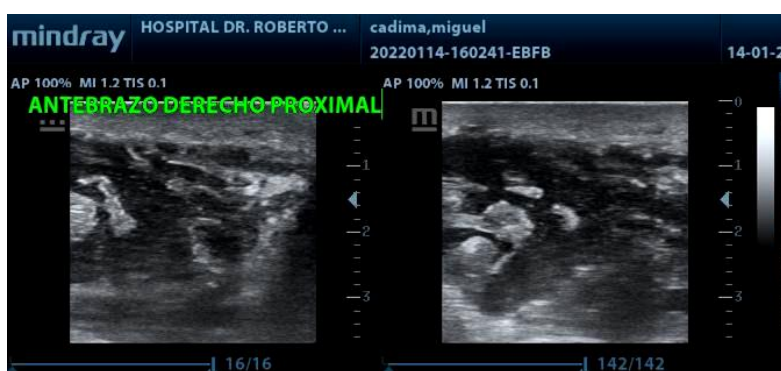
Ecografía de miembro superior derecho de la zona afectada, con transductor lineal. Se observa colección ecolúcida, con reforzamiento posterior, irregular con presencia de debris hiperecogénicos en su interior.
